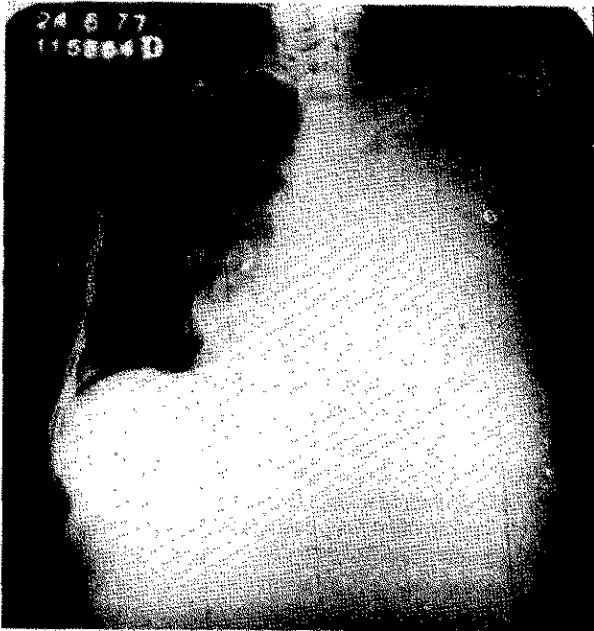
Radiografía de tórax del caso 2: Opacidad homogénea y difusa que compromete todo el HTI con desplazamiento del mediastino hacia el lado derecho. Imagen compatible con lesión parenquimat derecha.
